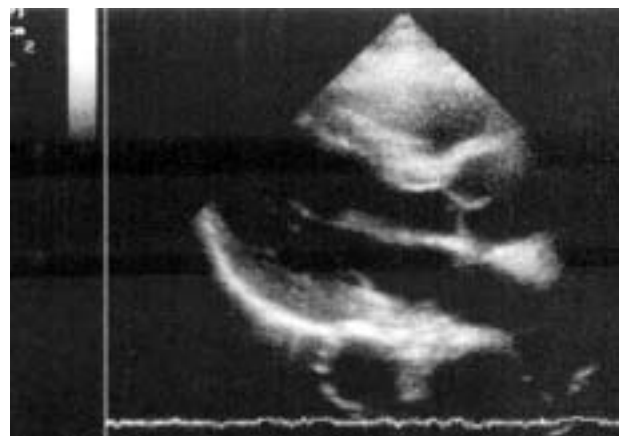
УЗИ сердца больного М. во время криза отторжения.
